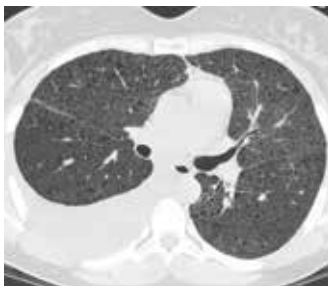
Фрагмент КТ ОГК пациентки с ЛАМ-КТС – множественные мелкие кисты в легких и выпот в плевральной полости (хилооторакс).
